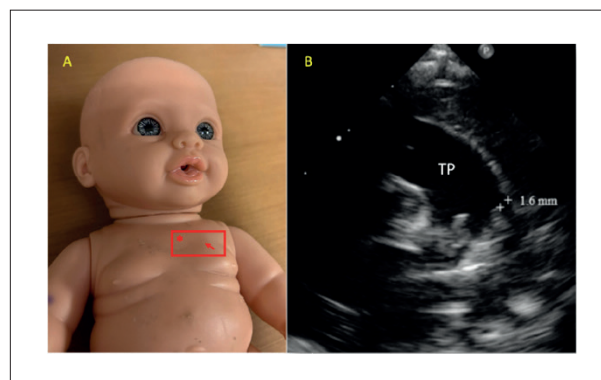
Corte paraesternal esquerdo alto. A: representação no boneco do local do corte paraesternal esquerdo alto ("corte do canal"). B: Ecocardiograma no plano paraesternal esquerdo alto demonstrando o local de medida do canal arterial, bem como a relação do mesmo com a artéria pulmonar esquerda, tronco pulmonar e aorta. TP: tronco pulmonar; PCA: persistência do canal arterial; Ao: aorta descendente.
